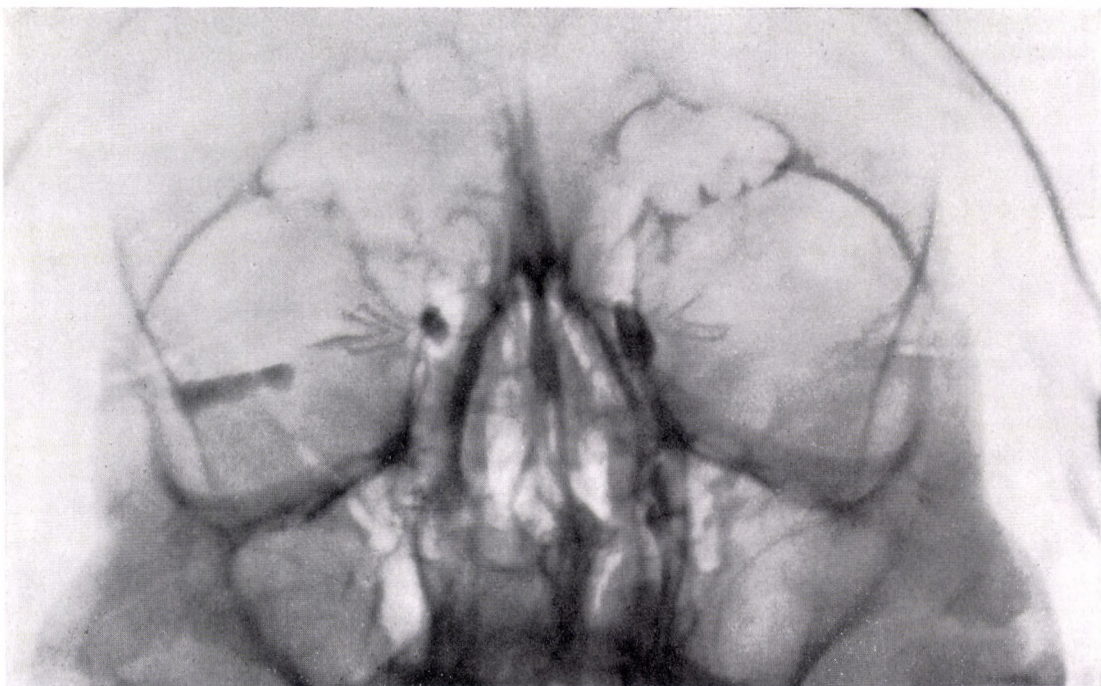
Tuberculosis viae lacrimalis l. d. Progredierter Tbc-Prozeß in der rechten Nasenhälfte. Im Röntgenbild weicht die Knochenstruktur in Höhe der Nasenöffnung des Canalis lacrimonasalis von der intakten linken Seite ab. Im rechten Tränensack füllt sich nur die Kuppel an (von unten aufsteigende Vernarbung?). Linksseitig weiterer Tränensack mit Einengung an der unteren Hälfte. Hier beschwerdefrei, durchspülbar
